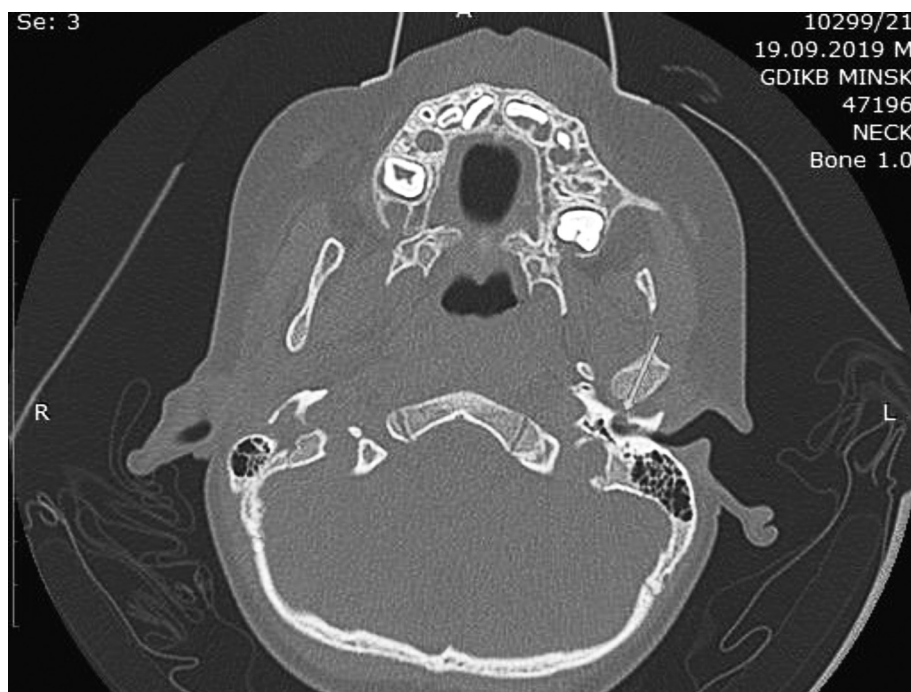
КТ пациента К., барабанное отверстие (отверстие Хушке) слева, указано стрелкой
